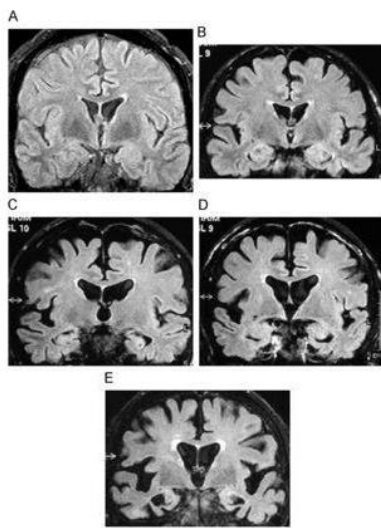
Demencia de Alzheimer. Imágenes coronales en FLAIR que revelan la evolución de la pérdida de volumen cortical temporal desde un estadio normal, grado 0 (A); deterioro cognitivo ligero, grado 1 (B); demencia leve, grado 2 (C), y avanzada, grado 4 (D). Imagen tomada de Arana, 2010.
